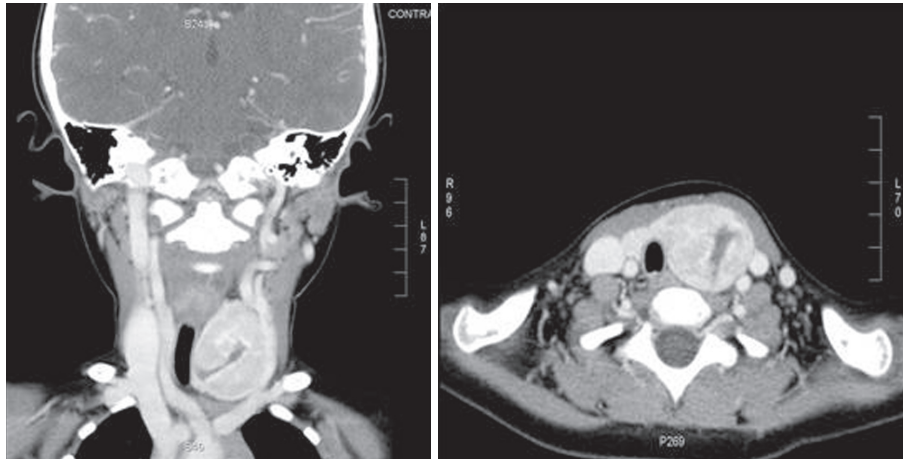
Enhanced computed tomography show that a 3.0×3.0 cm sized mass in left thyroid and tracheal deviation to right.
